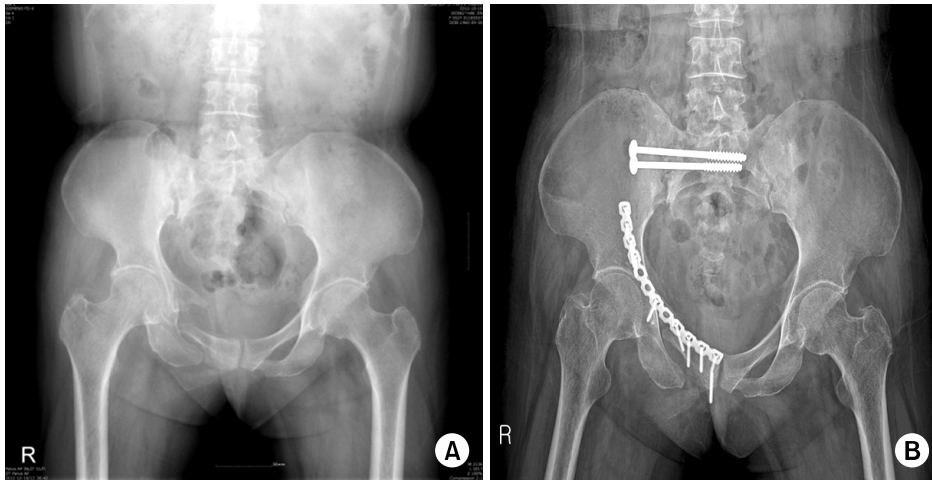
(A) Approximately 3 cm cranial displacement of right hemipelvis. (B) One year after surgical correction, simple radiographs showing anatomical reduction and bony union.
